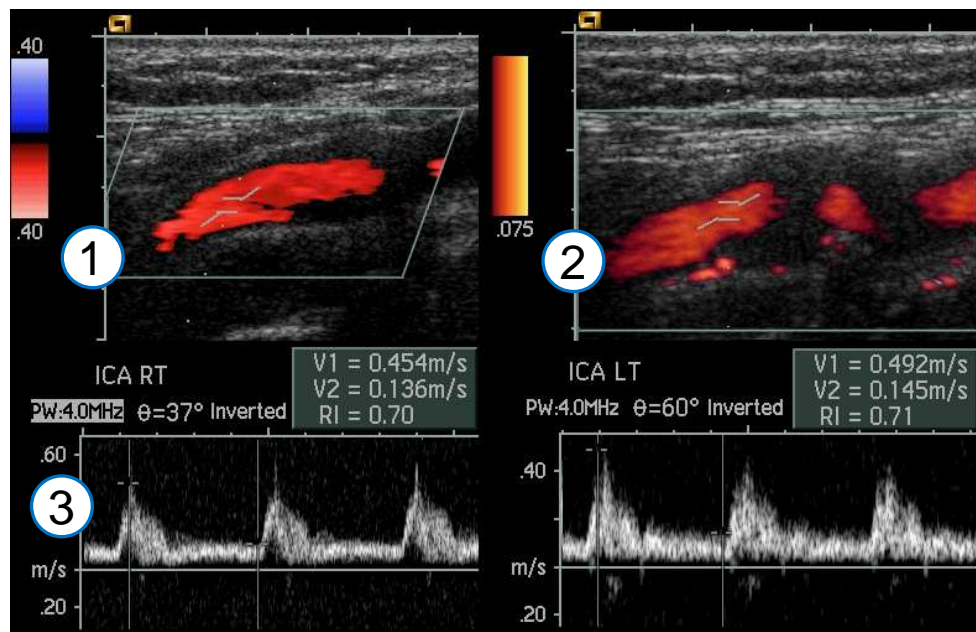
Princip dopplerovského vyšetření, vytvořeno dle [33]
